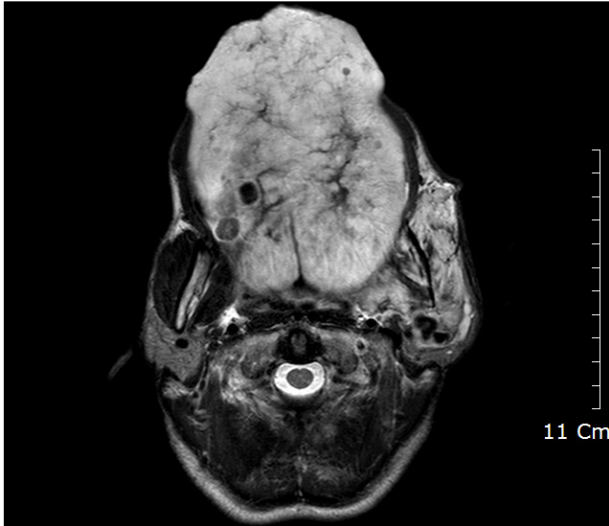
MRI showing macroglossia & marked increased venous structure involving tongue, left cheek, pterygoid plexus, left masseter muscle, temporalis muscle.
